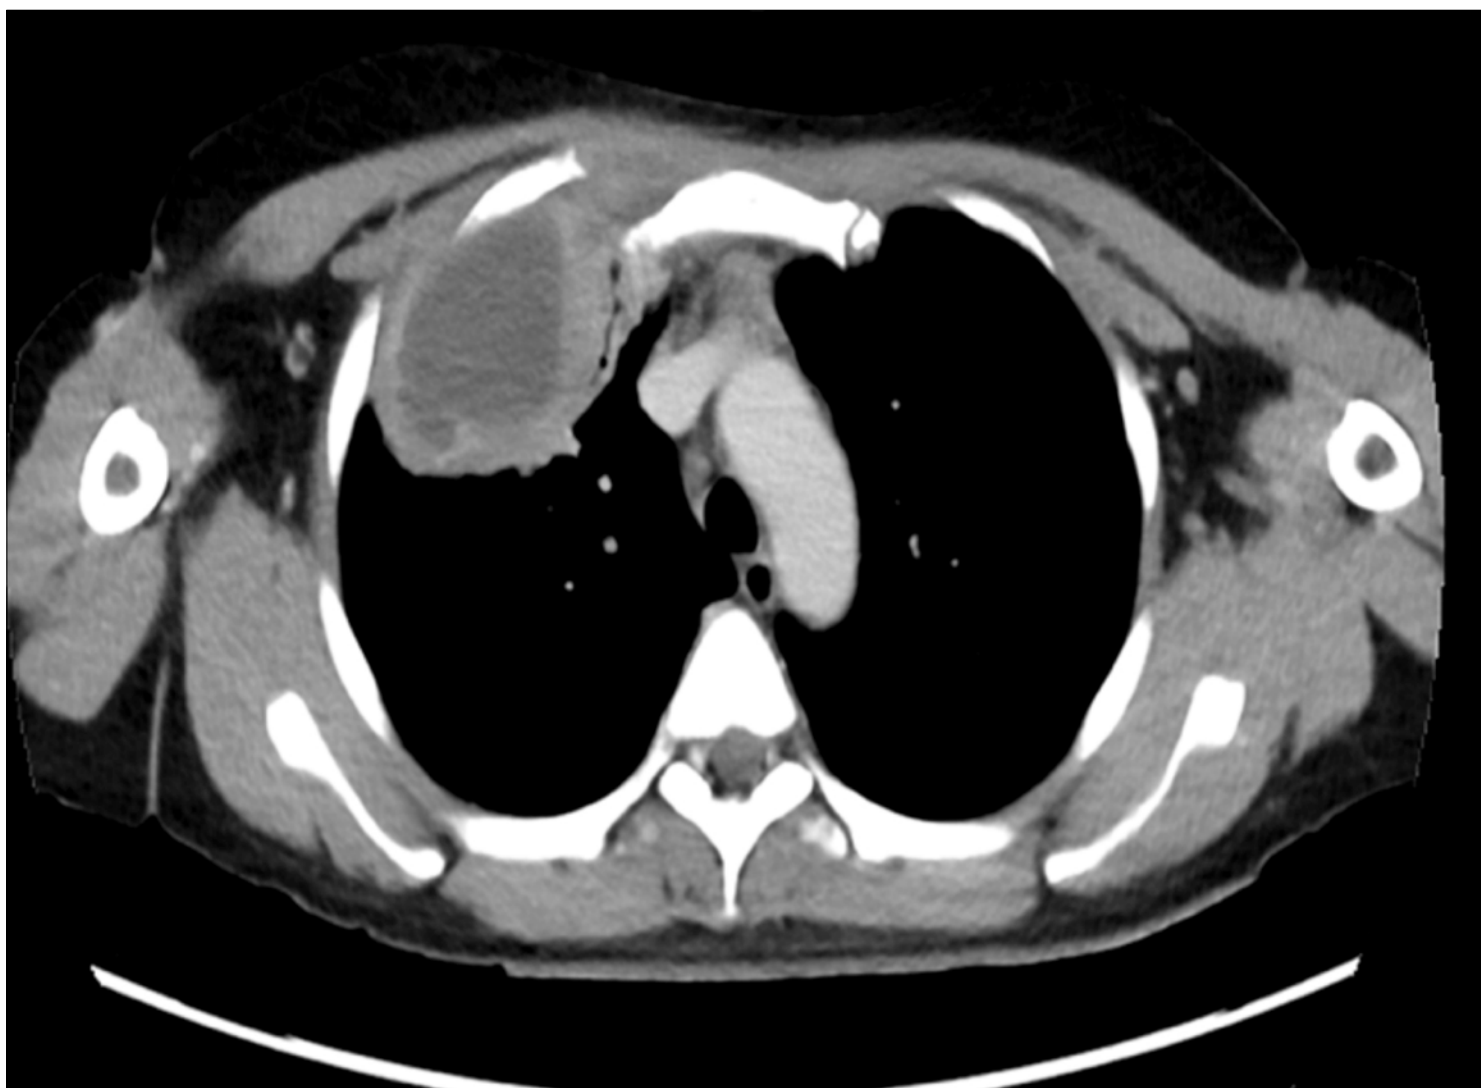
Computer tomography scan showing the initial presentation SCJ infection with pleural involvement and abscess formation.
